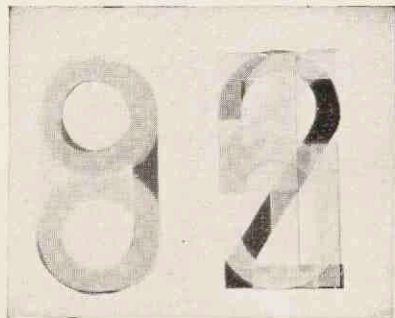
Overeenkomstige afdruk van röntgenogrammen, die met een te heterogeen stralenmengsel gemaakt zijn.
